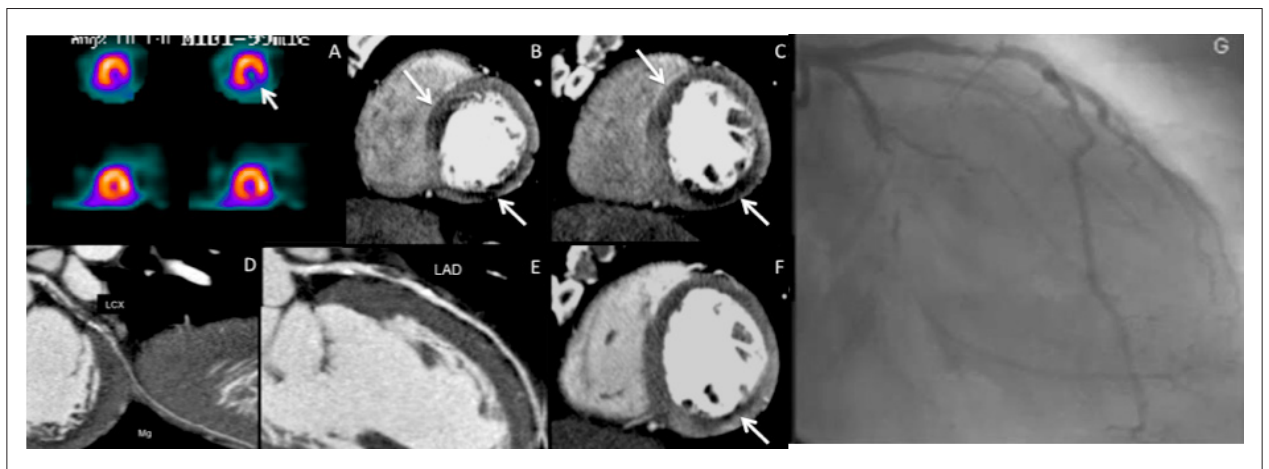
Modelo de PMTC correlacionando a área isquêmica com o SPECT e a anatomia do CATE (angiografia coronária invasiva). (A) SPECT: Imagem em eixo curto da perfusão de repouso normal, na linha inferior, e presença de defeito perfusional miocárdico (seta branca) inferolateral após estresse farmacológico; (B e C) PMTC: Hipoperfusão de estresse em parede anteroseptal e inferolateral (setas brancas); (D) Imagem curva reformada da artéria circunflexa com oclusão em segmento proximal; (E) Imagem curva reformada da artéria descendente anterior com redução luminal importante proximal; (F) PMTC: Perfusão de repouso em eixo curto, evidenciando discreto defeito perfusional inferolateral (seta branca); (G) CATE: Imagem oblíqua anterior direita, demonstrando redução luminal importante em DA e oclusão da Cx em segmento médio com enchimento distal por circulação colateral.
